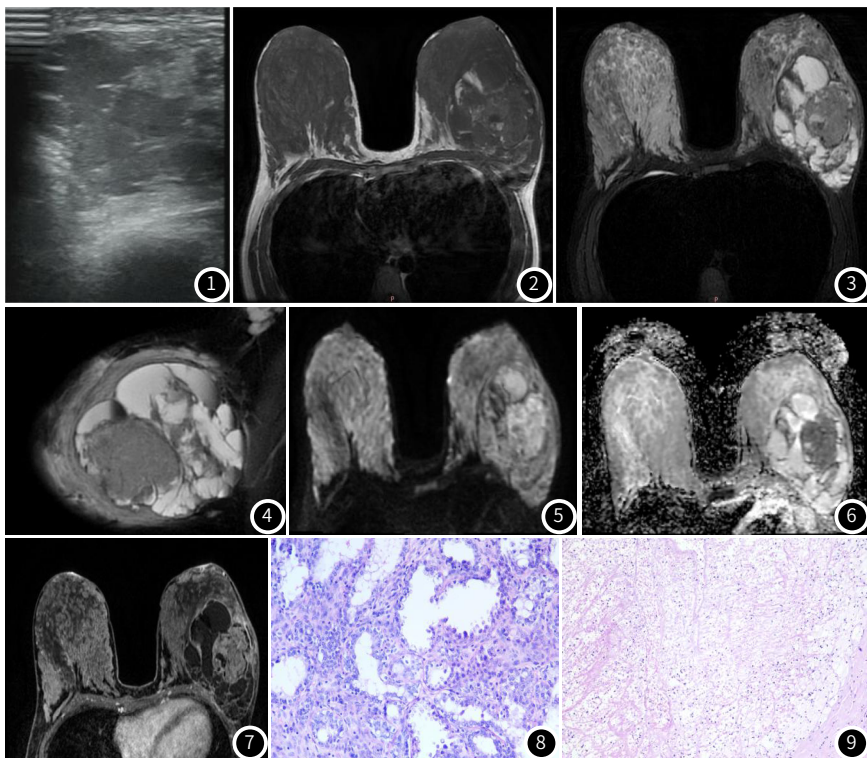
超声：左乳巨大混杂回声团块，其内以不清晰无回声及稍高回声为主；
